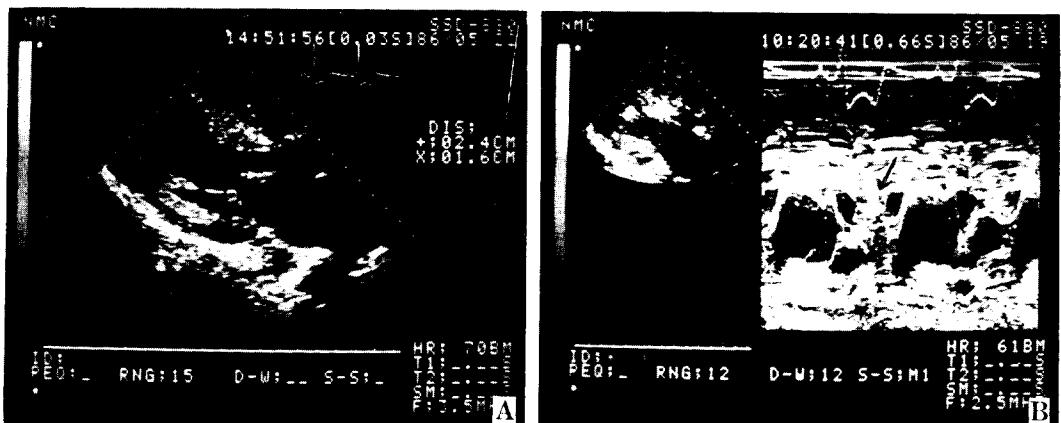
Pre-Operative 2-D Echocardiogram.
